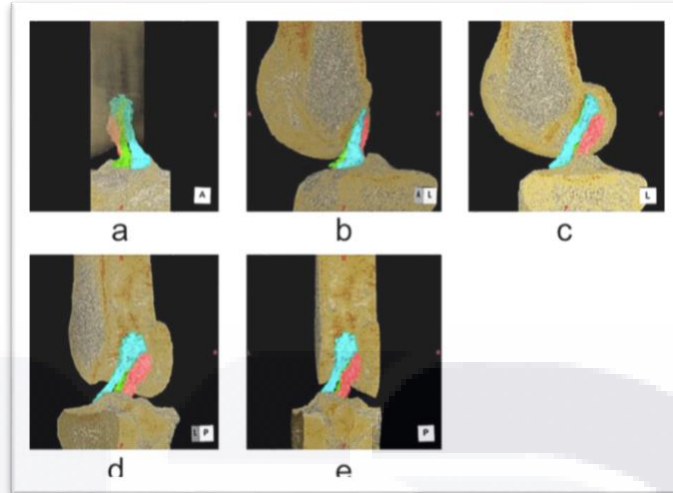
Imágenes en 3D reconstruidas a partir de la RM de una rodilla derecha humana viva, que representan la estructura de triple haz; AM-M: azul, AM-L: verde y PL: paquetes rojos. (a) Vista anterior. (b) Vista anterolateral. (c) Vista lateral. (d) Vista posterolateral e) Vista Posterior. {Wileyonlibrary.com}.
